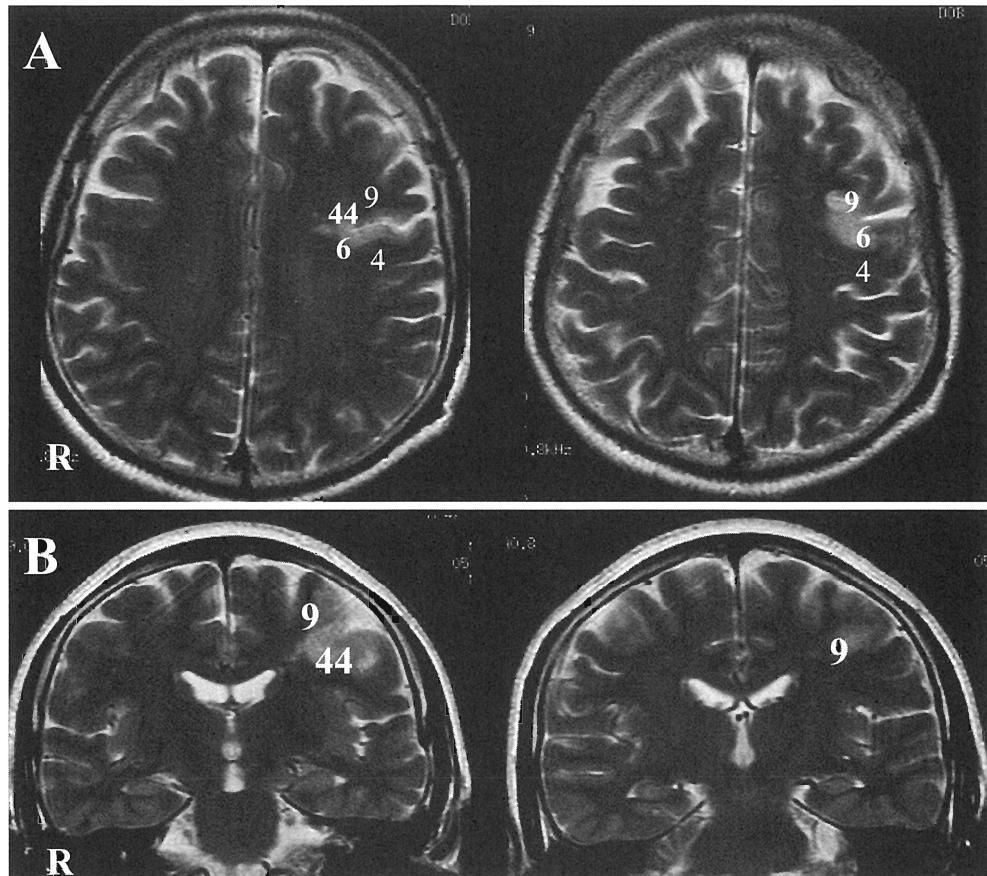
MRI axial (A) and coronal (B) images
